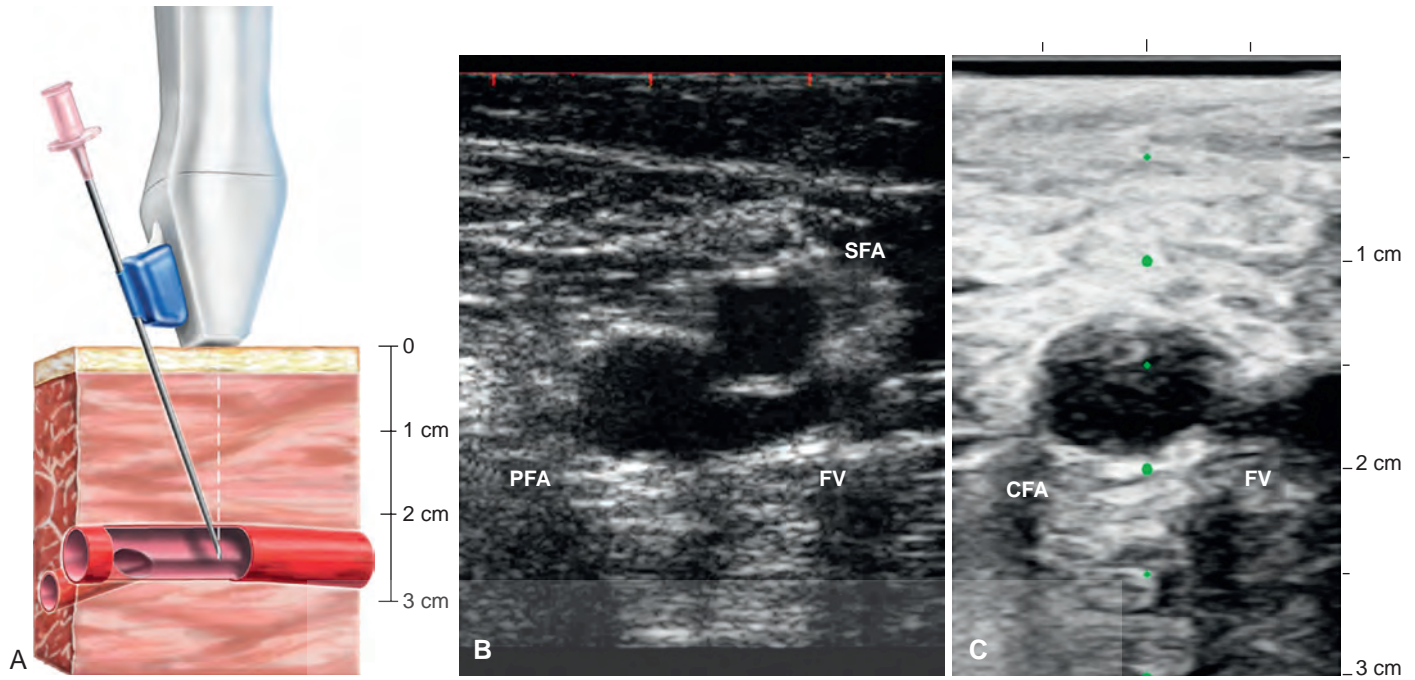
Canulación de la arteria femoral guiada por ultrasonido. A, sonda de ultrasonido con la aguja guía. La aguja guía unida arregla el ángulo de entrada de la aguja para cruzar el vaso en el plano de la imagen 1,5 cm, 2,5 cm o 3,5 cm por debajo de la piel, dependiendo de la aguja guía escogida. B, vista axial de la bifurcación de la arteria femoral identificando la separación de la arteria femoral profunda (PFA) y la arteria femoral superficial (SFA). La vena femoral es diferenciada de las arterias utilizando la compresión. C, la sonda es movida superiormente hasta que se visualiza la arteria femoral común (CFA). Durante el avance de la aguja, la pared anterior del vaso se mantiene bajo el objetivo central (círculos verdes), lo cual indica el camino de la aguja (Reproducido con permiso de Seto y cols.; *JACC Cardiovasc Interv* 3(7):751-758, 2010).
